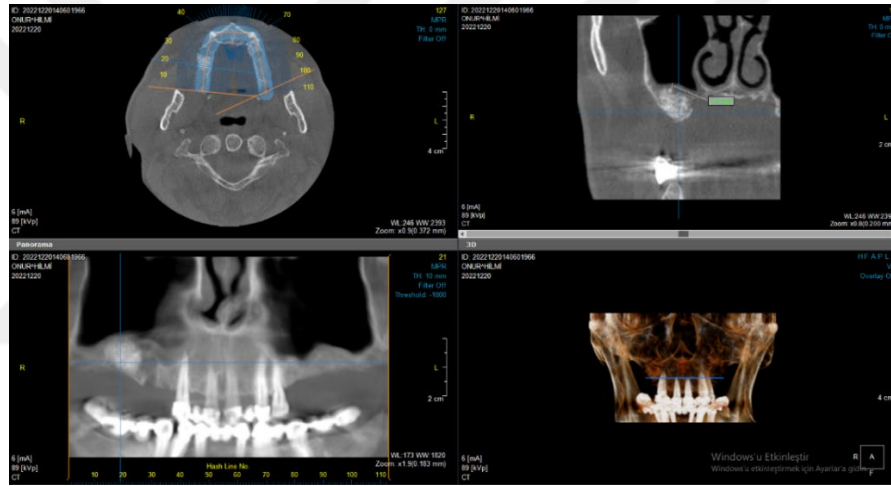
T-TZF Grubunun Tomografi Görüntüsünden Schneiderian Membran Kalınlığı Ölçümü.
